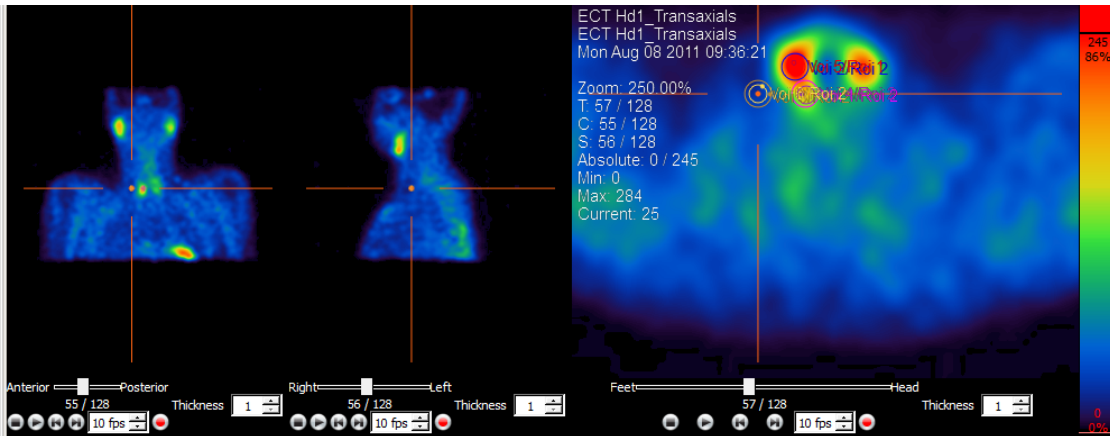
SPECT als standard OSEM-Rekonstruktion mit typischem Nebenschilddrüsenherd dorsal des rechten Schilddrüsenlappens. Der Transversalschnitt (rechts) zeigt kreisförmige ROI (region of interest) im rechten Schilddrüsenlappen, in einem dorsal davon gelegenen Herd (Nebenschilddrüsenadenom) und den rechten Halsweichteilen (Fadenkreuz)
